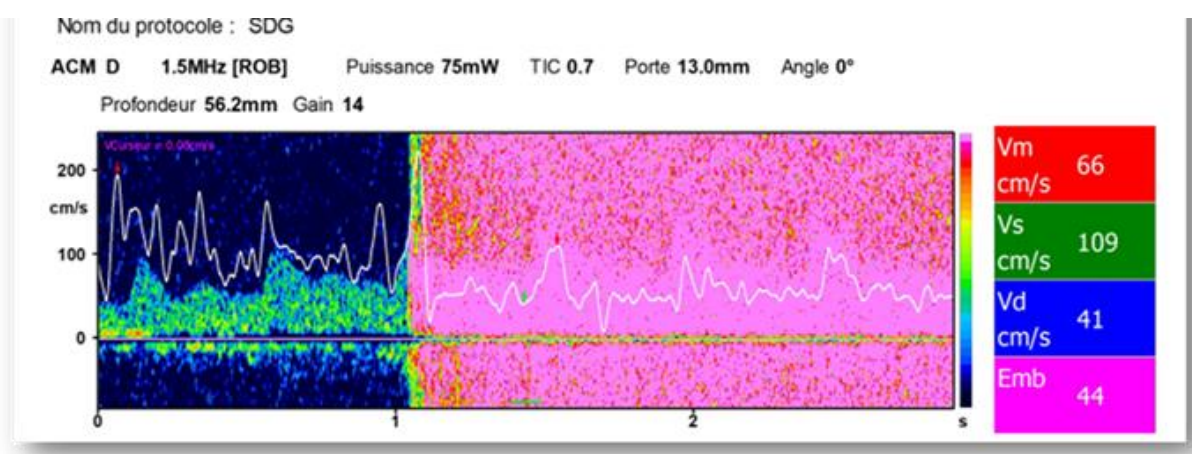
Résultat de la recherche d'un shunt droite - gauche à l'échodoppler transcrânien. La partie en rose est appelée « effet rideau ». Elle correspond à un passage important de bulles en ventilation spontanée, qui confirme la présence d'une communication droite - gauche.
